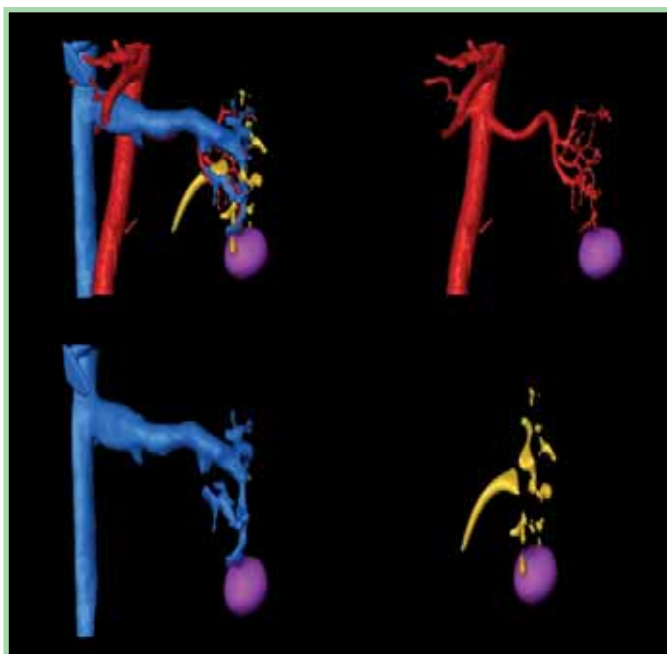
КМ («вычитание» и «прибавление» фаз МСКТ почек)
